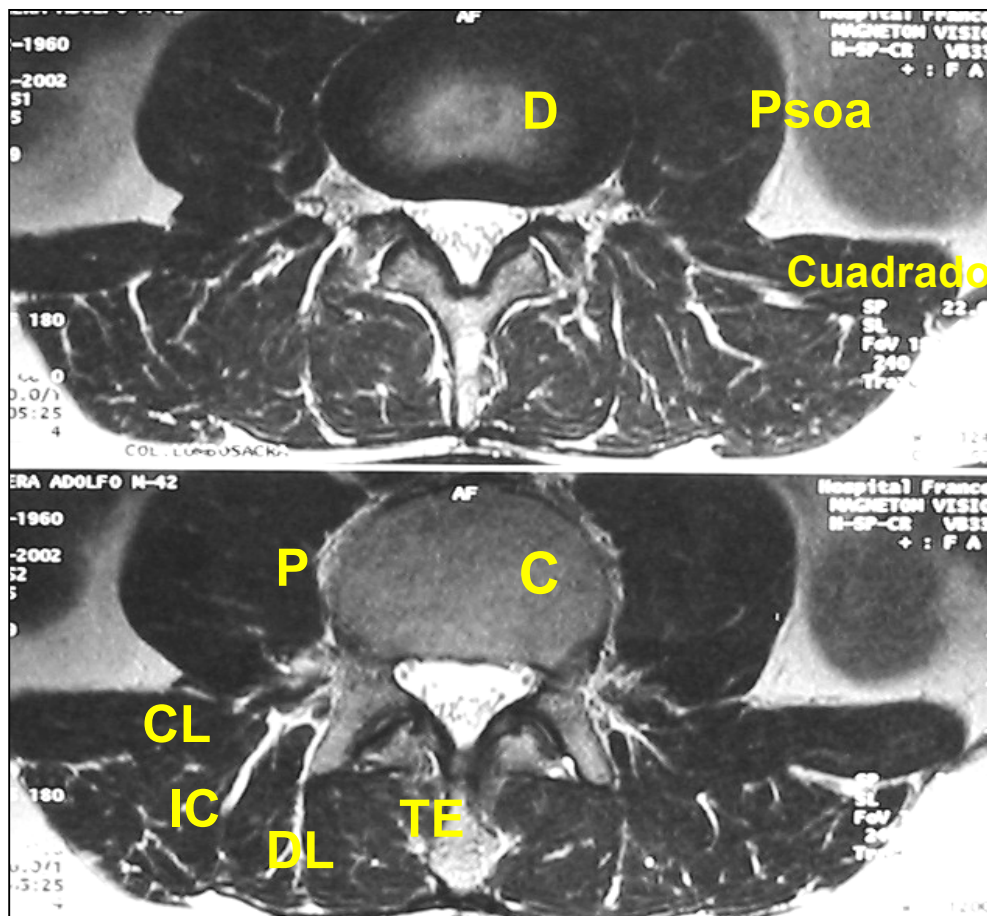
II 7 Corte de RMN que pasa a través del disco L3- L4 (arriba) y a través del pedículo de L4 (abajo). Ref. D disco, P psoas ilíaco, CL cuadrado lumbar, TE transverso espinoso, DL dorsal largo, IC íleo costo cervical
